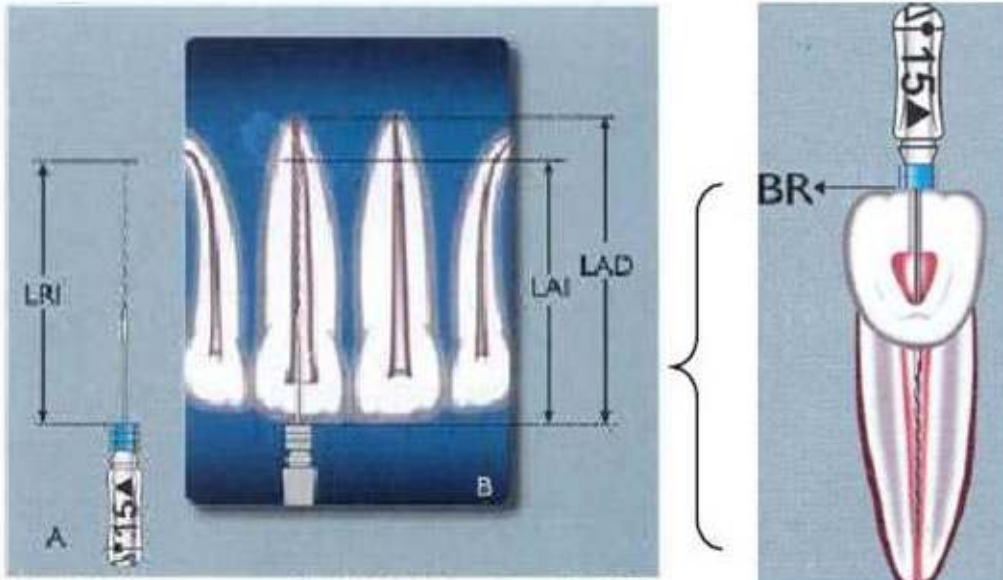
El instrumento explorador (A) y la radiografía (B) suministran los datos para la odontometría por el método de Bregman.
